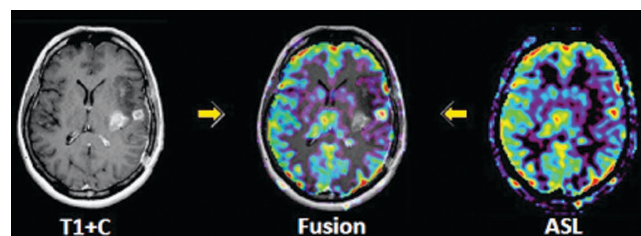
Совмещение карт ASL-перфузии (ASL) с постконтрастными T_1 -взвешенными изображениями (T_1 +C) при помощи режима FUSION
